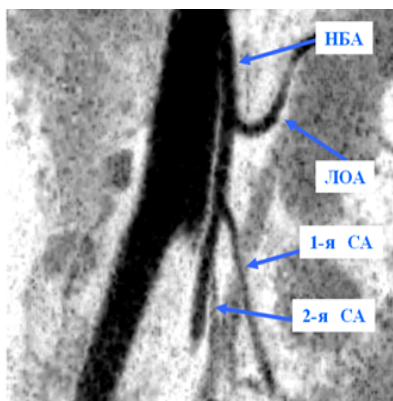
Последовательный дисигмовидный подтип ветвления нижней брыжеечной артерии. Обозначения: НБА – нижняя брыжеечная артерия; ЛОА – левая ободочная артерия; СА – сигмовидная артерия. МСКТ, пегМР, коронарная плоскость.
